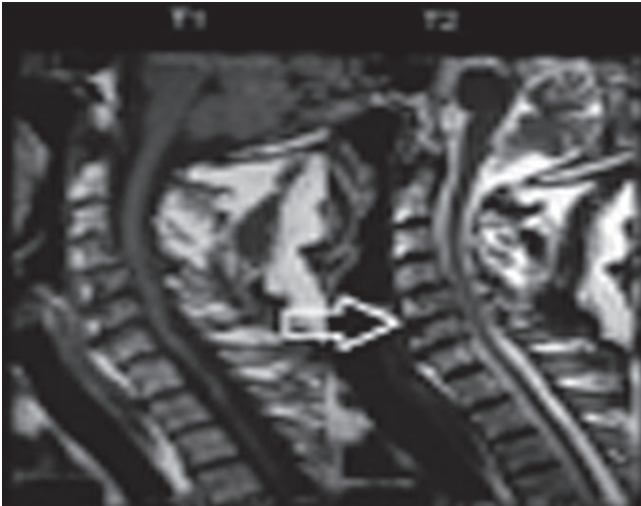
Resonancia magnética preoperatoria del mismo paciente, con compresión a nivel de C5-C6, listesis corroborada en C4-C5 con compresión de la medula espinal, y se observa incluso líquido cefalorraquídeo en C6-C7.
